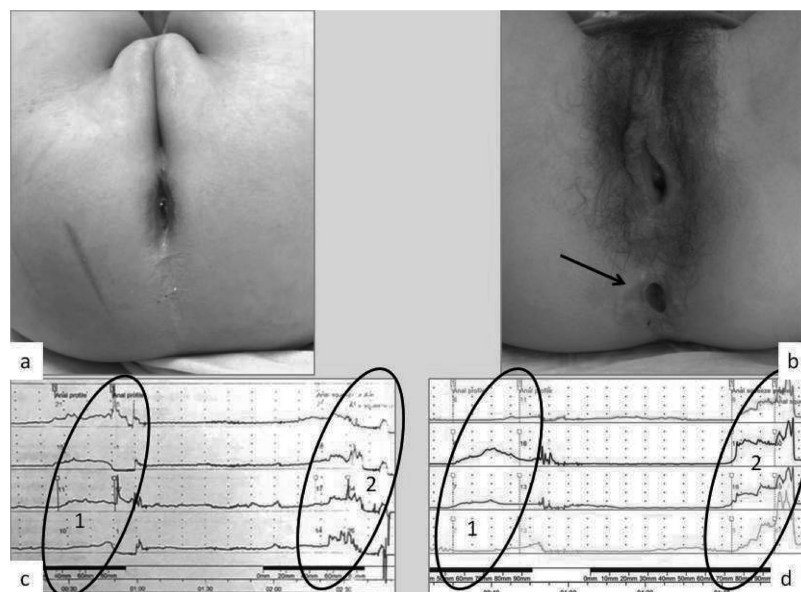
а – внешний вид промежности девочки Б, 6 лет, с АРМ с ректовагинальным свищем через 5 лет после аноректопластики – опыт одного хирургического центра (удовлетворительный косметический результат); б – рубцовая трансформация наружного анального сфинктера (черная стрелка) девочки К., 15 лет с АРМ с ректовестибулярным свищем после множественных операций и осложнений в различных клиниках России (неудовлетворительный косметический результат); с – водно-перфузионная профилометрия девочки Б., 6 лет – в овалах показатели давления в анальном канале: 1. в покое (резко сниженный тонус анальных сфинктеров), 2. при волевом сокращении (незначительный прирост давления, быстрая утомляемость сфинктеров); d – водно-перфузионная профилометрия девочки К., 15 лет – в овалах показатели давления в анальном канале: 1. в покое (резко сниженный тонус анальных сфинктеров), 2. при волевом сокращении (увеличение давления)
